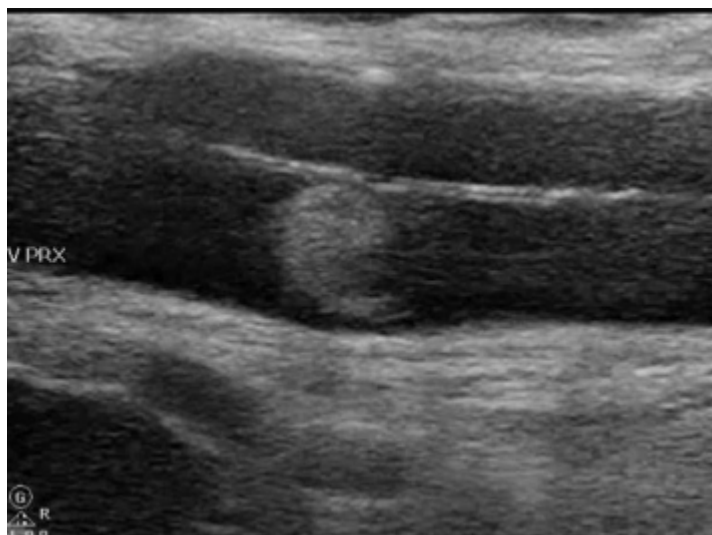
Image d'écho-doppler veineux montrant une grosse embolie graisseuse au niveau la veine fémorale commune gauche chez un patient présentant une fracture bilatérale du fémur.
